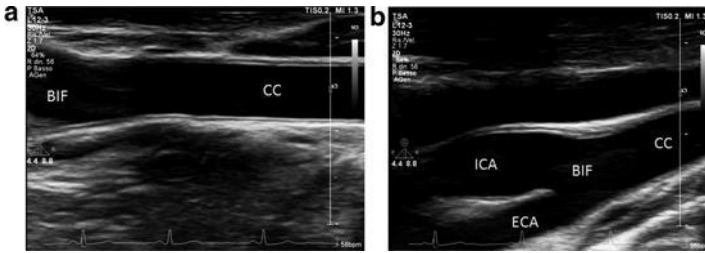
(a, b) Carotid artery ultrasound. CC, common carotid; BIF, carotid bifurcation; ICA, internal carotid artery; ECA, external carotid artery
